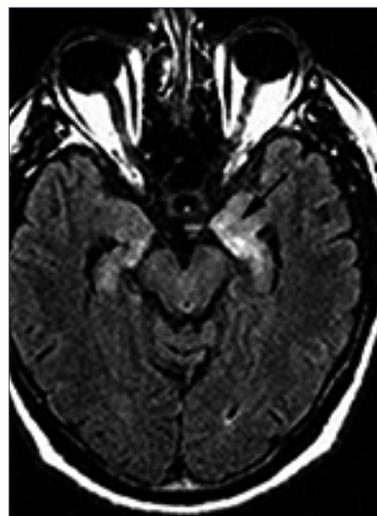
Imagen de RM en paciente con Encefalitis límbica.
